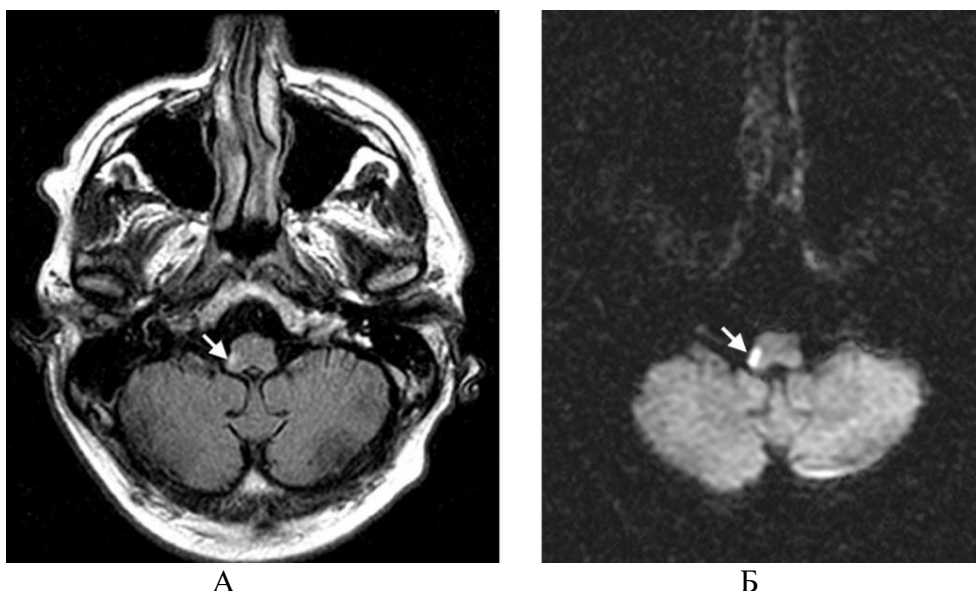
Данные МРТ головного мозга режим FLAIR (А) и режим DWI (Б) в аксиальной плоскости у пациента П. в ВББ (№ а/к 201/11)
